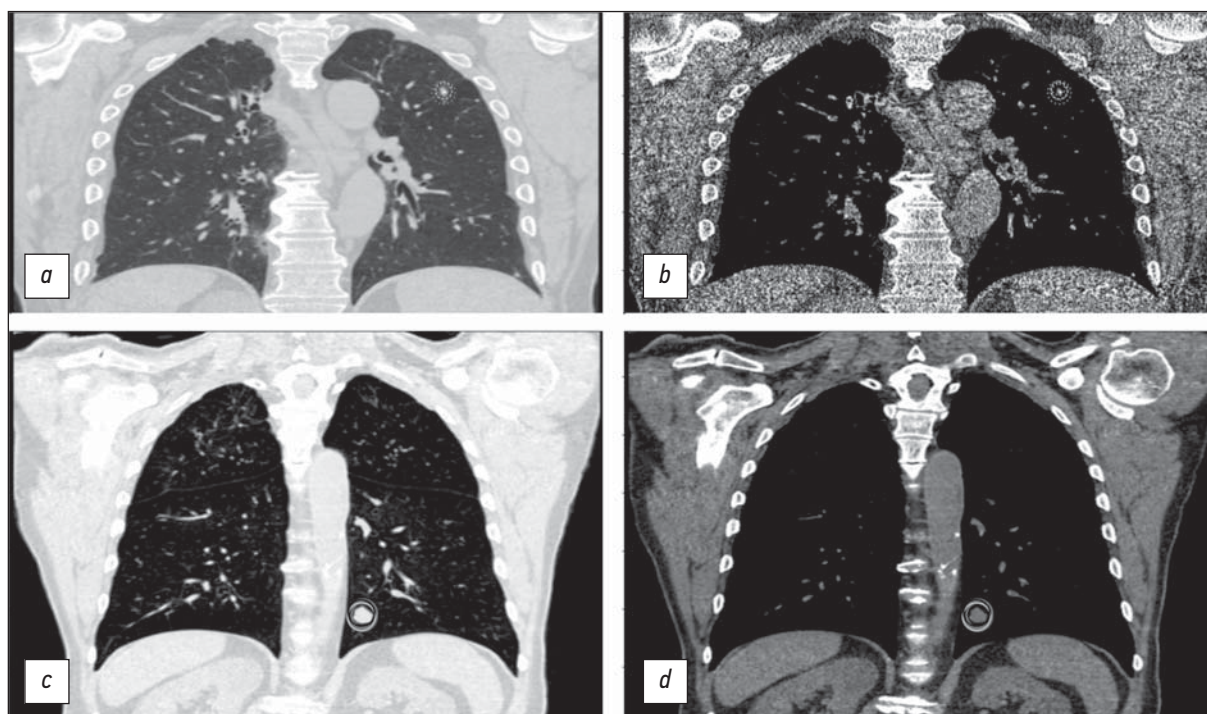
Примеры КТ-исследований с существенным несогласием (*a, b*, CT LungCa-500 AN RLADD02000018919, ID RLS-DD02000018855) и полным согласием (*c, d*, CT LungCa-500 AN RLAD42D007-25151, ID RLSD42D007-25151) между экспертами. Исследования приведены во фронтальной проекции в лёгочном (*a, c*) и мягкотканном (*b, d*) режимах. Отметки рентгенологов показаны различающимися цветами: *a, b* — очаг разместили пять первичных экспертов из шести, четверо присвоили ему солидный тип и один — полусолидный. Арбитр не согласился с их мнением, признав находку доброкачественным кальцинатом; *c, d* — все шестеро первичных экспертов и арбитр классифицировали очаг как потенциально злокачественный солидный.
